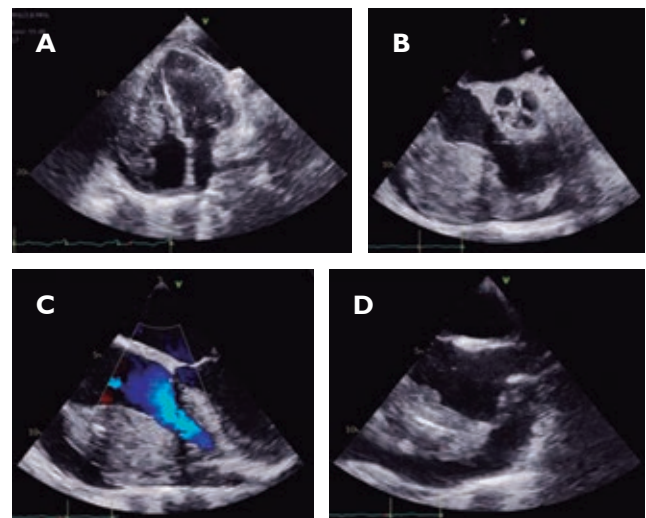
Estudio previo a tratamiento hematológico. A) Ecocardiograma transtorácico. Vista apical cuatro cámaras. B) Ecocardiograma transesofágico (ETE) vista esófago medio, 45°. C) ETE vista esófago medio 0°. D) ETE vista esófago medio 114°. Masa de 85 x 38 mm, ecogenicidad ligeramente superior a la del miocardio adyacente, bordes irregulares, adherida a la pared libre del ventrículo derecho en su borde externo desde la base hasta el ápex, pared lateral de aurícula derecha, borde ventricular de la valva anterior de la tricúspide. Derrame pericárdico moderado.
